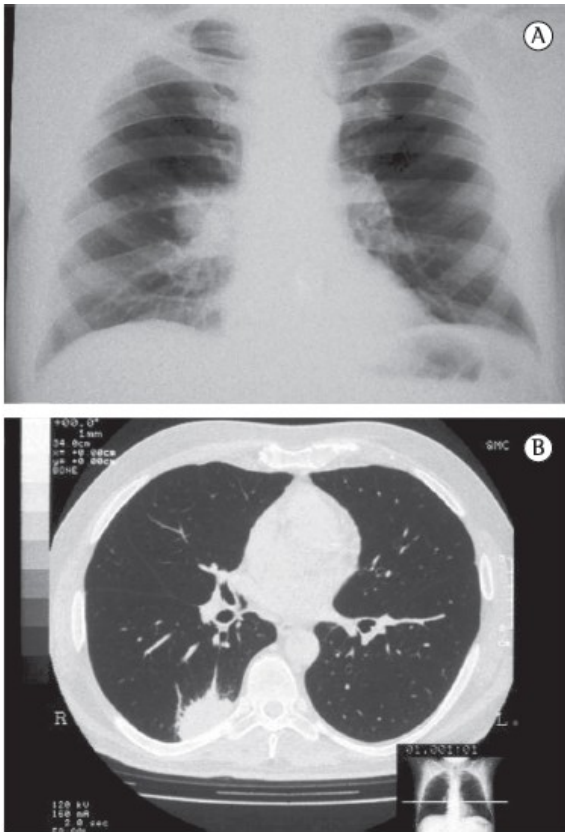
Histoplasmosis in a 66-year-old male patient with arterial hypertension (patient 11). In A, a posteroanterior chest X-ray and, in B, a CT scan of the chest revealing a homogeneous consolidation (3 cm in diameter) in the upper segment of the right lower lobe.
